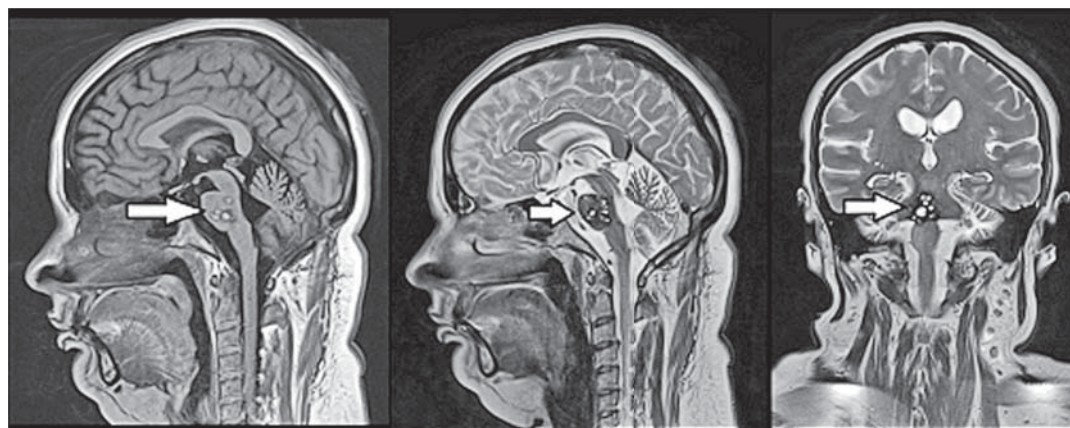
Imagini MRI Magnetom Skyra 3T fără contrast, în secțiune sagitală și axială pe care se observă în regiunea punții Varolio focare (cantitativ minim 4) de intensitate RM semnalului modificată – neomogen hiper-hipointensă cu halou hipointens în T2 și T1 cu incluziuni hiperintense în T1 (”popcorn ball” lesion și hemoragii punctiforme subacute) de formă neregulată cu dimensiunile până la 0,82 x 0,54 cm, fără edem perifocal și efect de masă.
